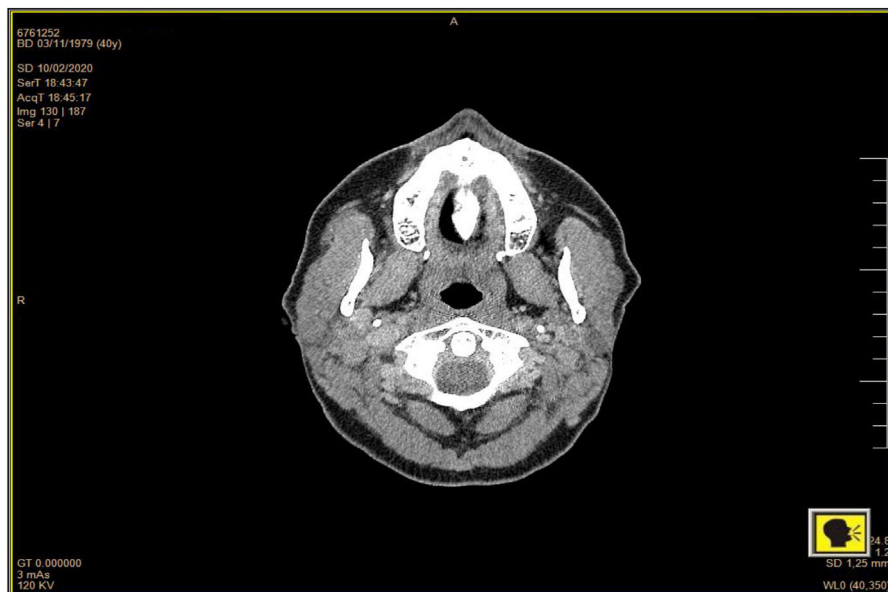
TAC de cabeza y cuello con contraste de la paciente 1.
